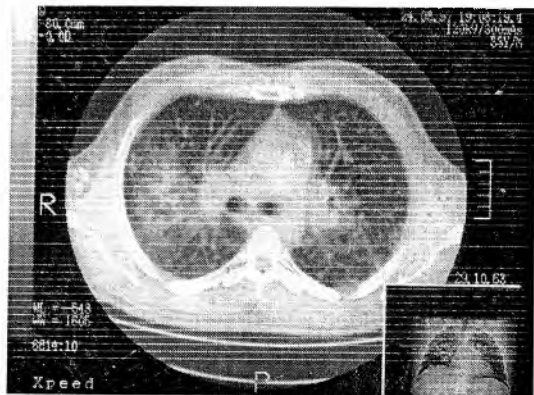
Рентгеновская компьютерная томограмма больного Д., 32 лет, при выявлении у него саркоидоза II стадии.
